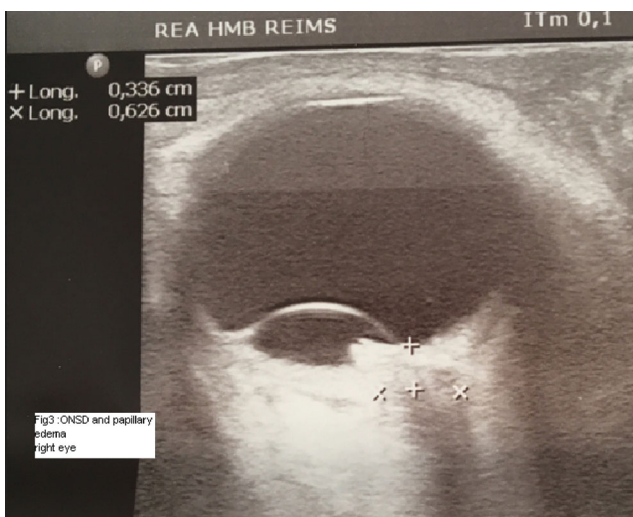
Échographie oculaire de l'œil droit
